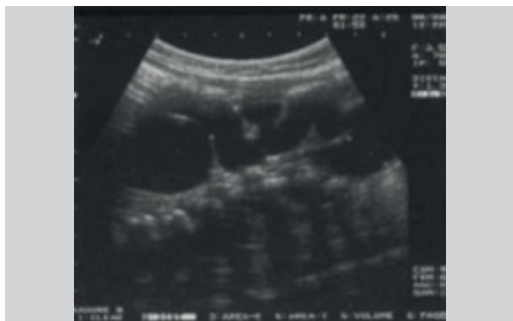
Immagine di ecografia intrauterina di idronefrosi
